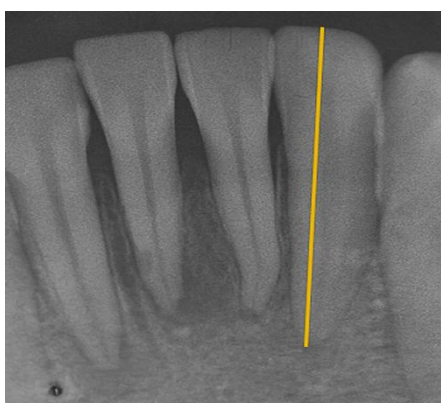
Periapical dos dentes 32; 31; 41; 42; 43 (adaptação de Corte-Real, 2022).
